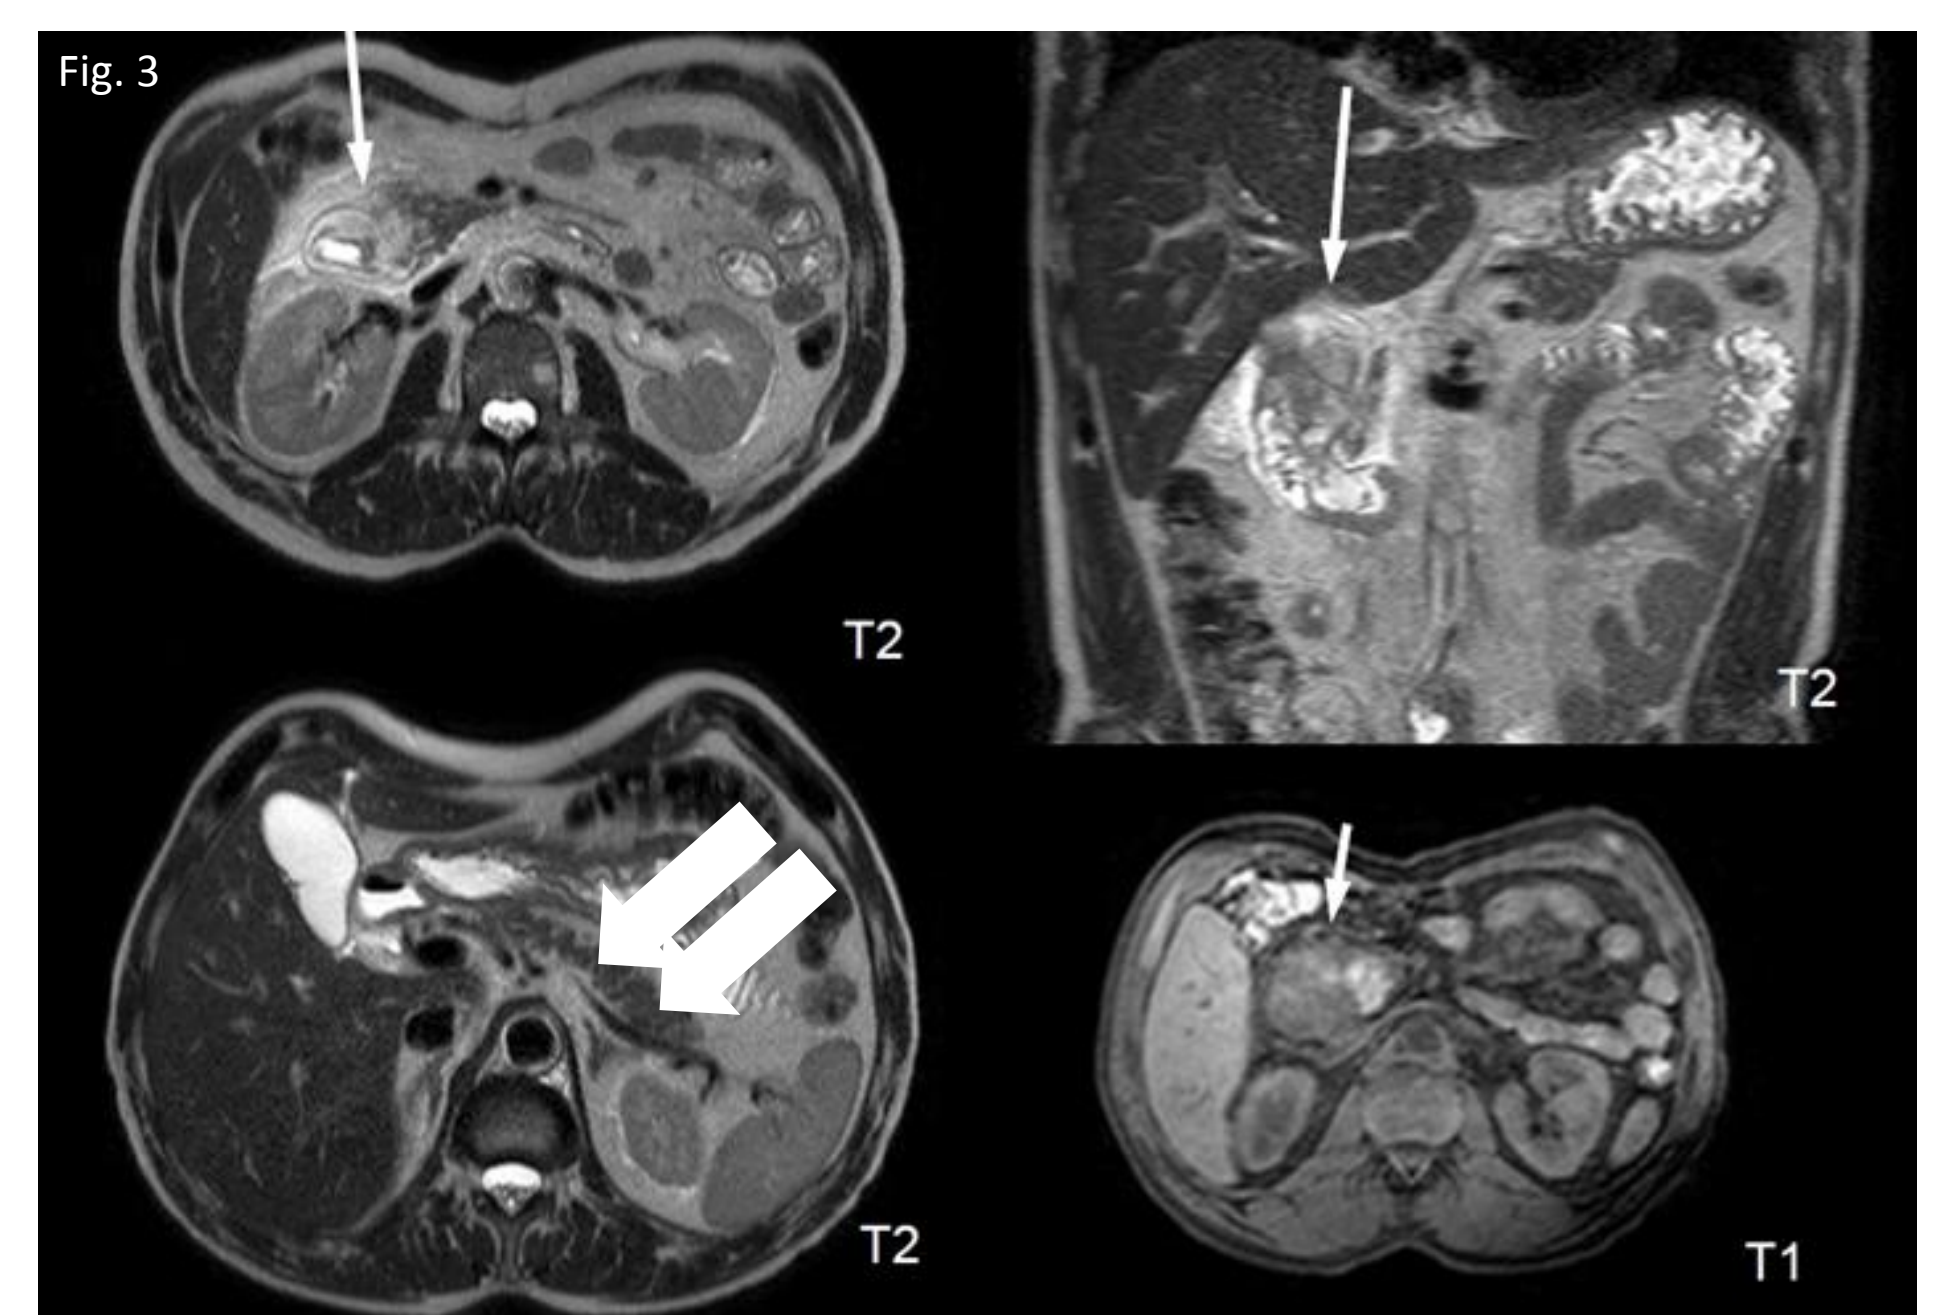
TC abdominal com contraste em homem de 55 anos com sintomas de obstrução gástrica causada por pancreatite da goteira. É evidente uma lâmina fibrotica hipocaptante entre a cabeça do pâncreas e a segunda porção do duodeno (setas). Fig. 2: Sequência ponderada em T2 de RM abdominal em homem de 53 anos com dor abdominal. Espessamento da parede duodenal associado a lesão quística em topografia da goteira (seta). Fig. 3: RM abdominal do mesmo doente da figura 1. Evidência de massa hiperintensa em T2 e hipointensa em T1 na goteira duodenopancreática (setas estreitas). Parênquima pancreático poupado (setas largas).
